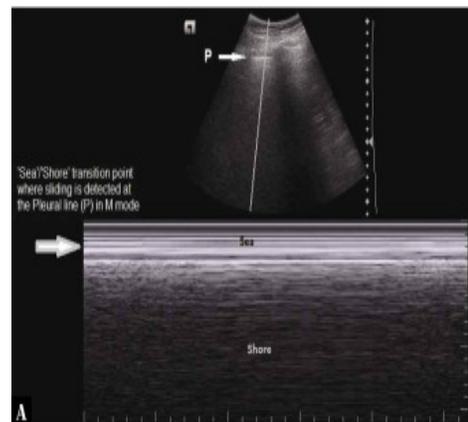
A.- Imagen de ultrasonido en modo M que muestra el signo de la orilla del mar; P indica la línea pleural. (27)
